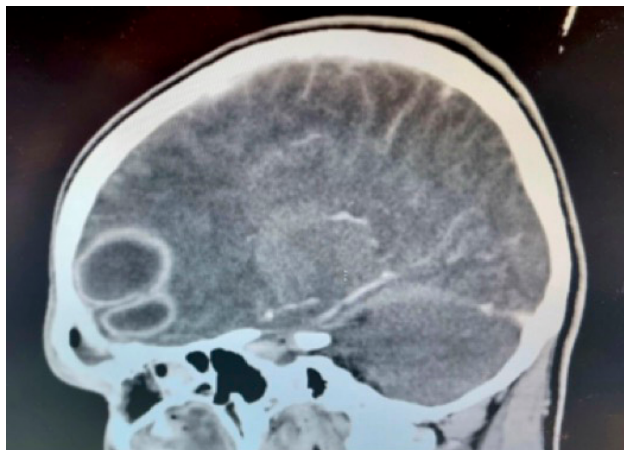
TC cerebral en corte sagital con contraste donde se observan dos LOE con realce en anillo en lóbulo frontal derecho de 35x29mm y de 26x25mm sugerentes de absceso cerebral en región frontal derecha.
